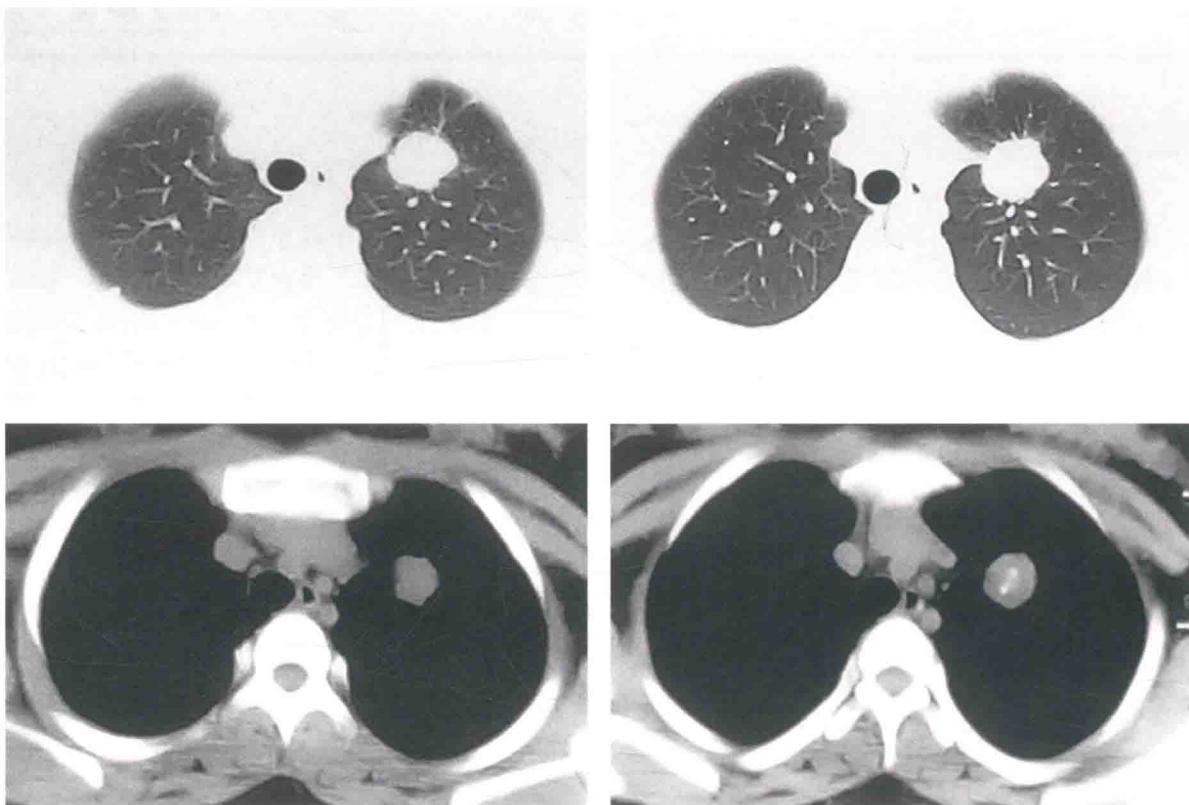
胸部 CT 图像 (2011-01-20)
